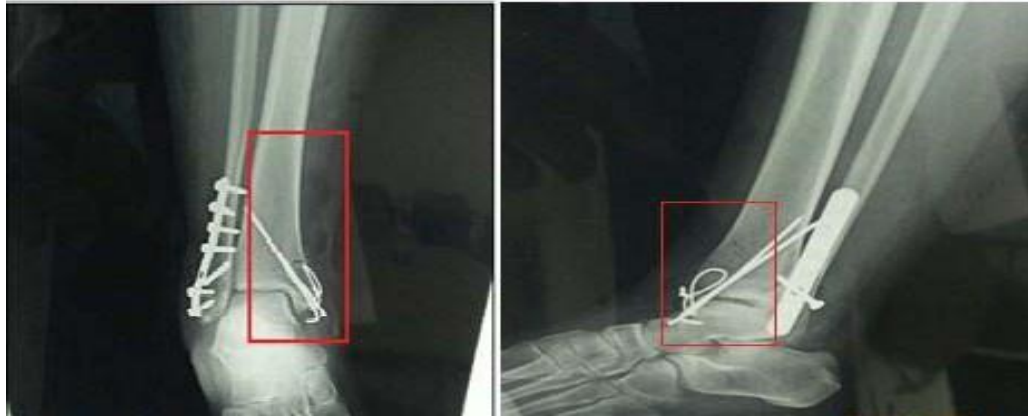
Ostéosynthèse de la malléole interne par embrochage haubannage Radiographie de la cheville (F+P)
